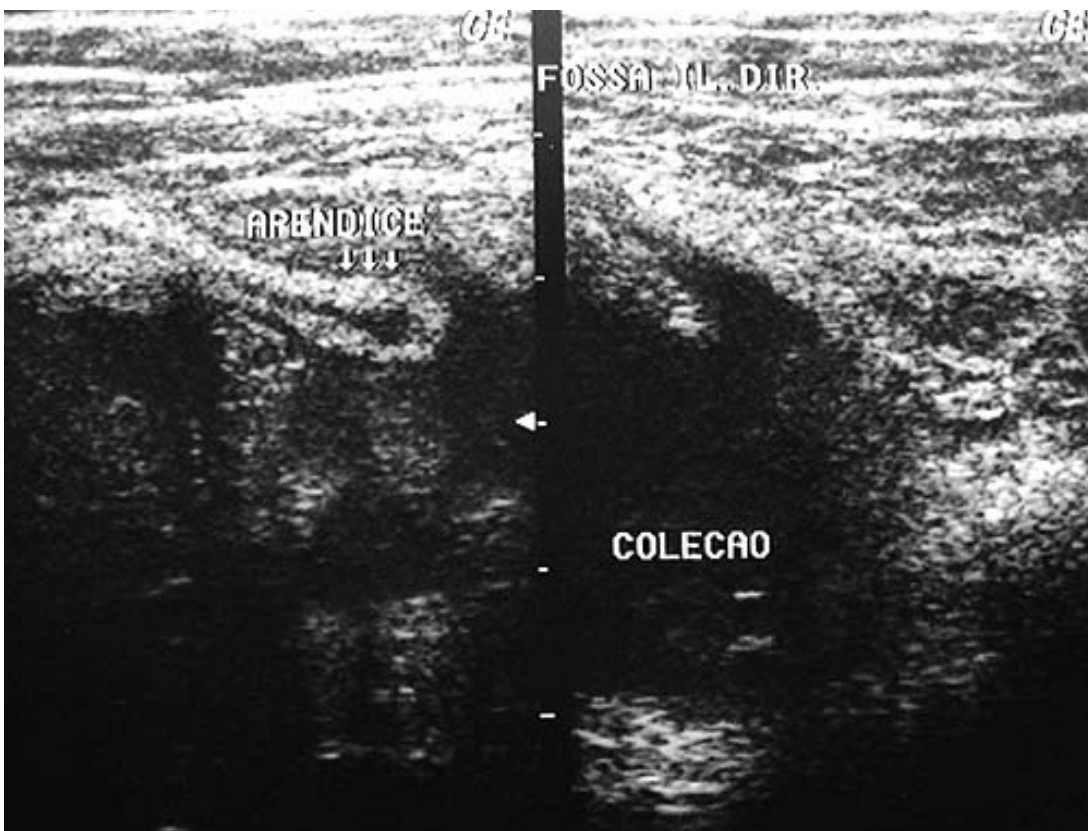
Paciente do sexo feminino, 41anos de idade. Radiografia simples do abdome mostra escoliose anti-álgica e efeito de massa com borramento da linha de gordura em fossa ilíaca direita (A). A ultra-sonografia demonstra apêndice de calibre aumentado, paredes espessadas, não compressível e grande coleção líquida ao redor (abcesso) (B).
